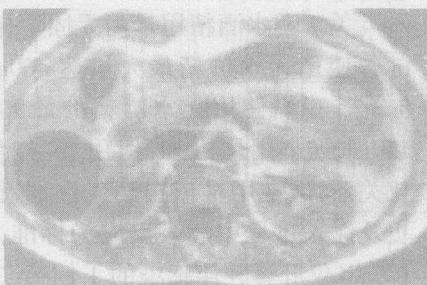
MRI 显示病灶呈囊性信号,未向周边侵袭性生长;
